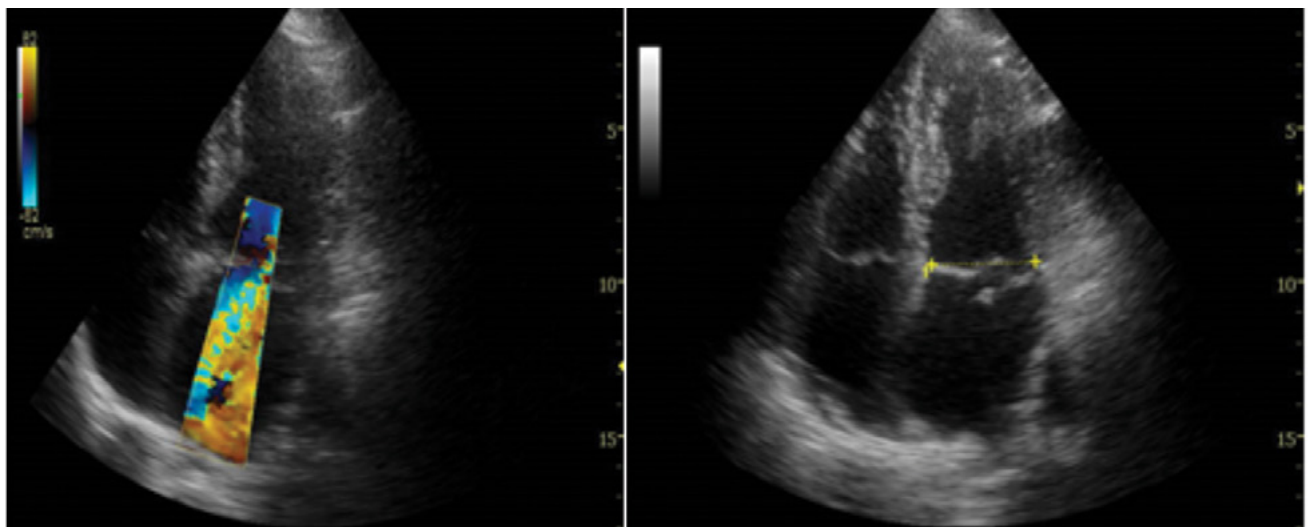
a) Mode BD 4 cámaras doppler color muestra Insuficiencia mitral severa por b) Ruptura de cuerda tendinosa con eversión valvularvalvular
